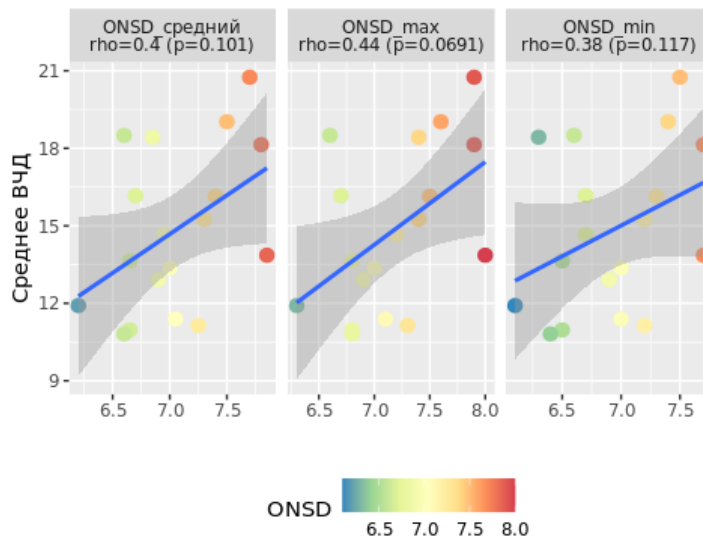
Корреляционная зависимость среднего ВЧД за 72 часа и производных ДЗНО по данным входящей КТ (ONSD средний- ДЗНО средний, ONSD max - ДЗНО максимальный, ONSD min - ДЗНО минимальный)
